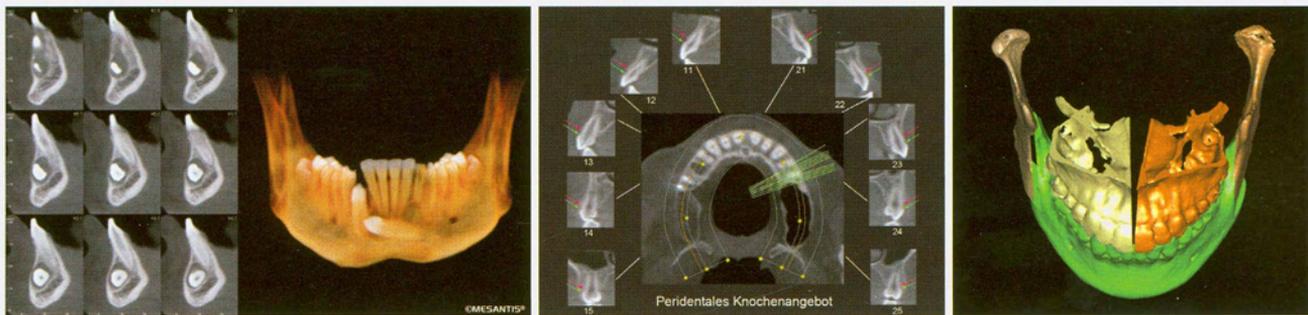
Darstellung eines verlagerten Eckzahnes im 3-D-gerenderten Bild und in transversalen Schichten, die wichtige therapeutische Informationen über Lagebeziehung und mögliche Wurzelresorptionsvorgänge der angrenzenden Zähne liefern. So kann vor einer Freilegung die entsprechende Stelle exakt ausgewählt werden. – Abb. 10: Typischer Report zur Darstellung des peridontalen Knochenangebotes im Rahmen der kieferorthopädischen Behandlungsplanung im Oberkiefer. Rote und grüne Pfeile markieren die IST- und SOLL-Position. – Abb. 11: Bei orthognathen Chirurgiepatienten erfolgt nach Anfertigung einer DVT-Aufnahme die virtuelle Operationsplanung des Patienten an speziellen Befundungsrechnern mithilfe spezifischer Softwareprogramme. Die spezifischen metrischen Angaben werden vom behandelnden Kieferorthopäden vorgegeben und in der Regel von einem kieferorthopädisch orientierten 3-D-Röntgeninstitut umgesetzt.
